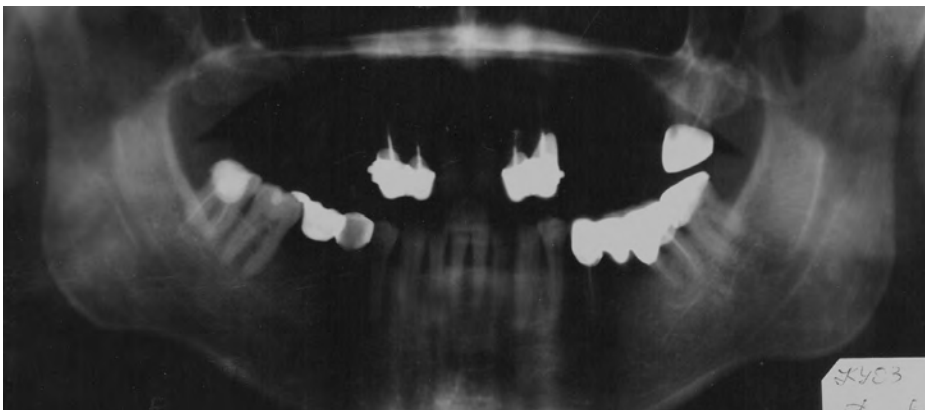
Ортопантомограма пацієнта Т., історія хвороби № 410, до лікування на субперіостальних імплантатах
